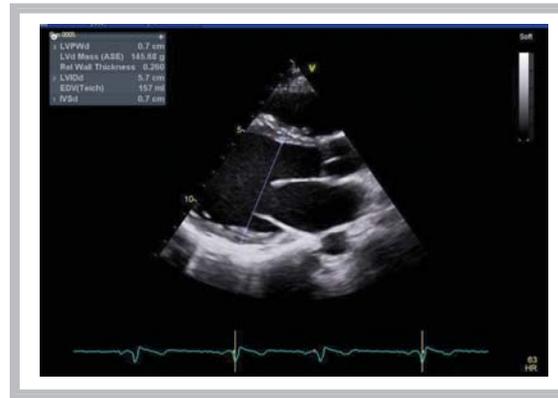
Imagen estática de ecografía transtorácica.
